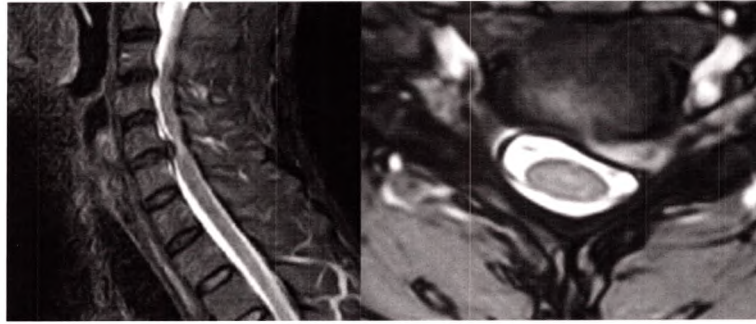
B IRM T2 coupes sagittale et axiale.
